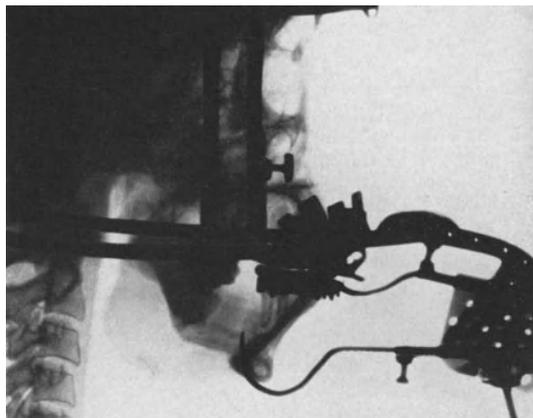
Fall T. N. (gehört zu Abb. 181—194). Röntgenprofilbild nach Schließung der Lücke durch Knochentransplantation.
